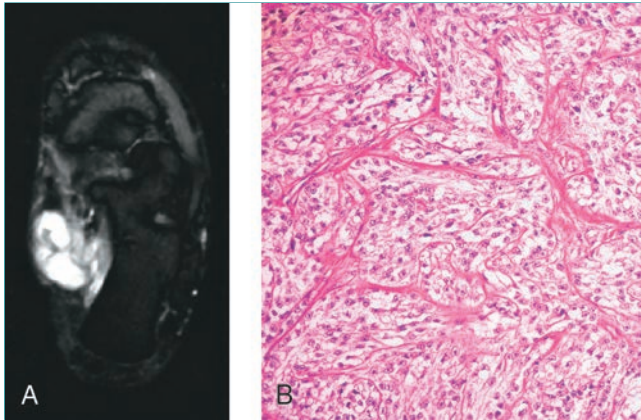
Sarcoma de células claras. A, RM en secuencia STIR del pie izquierdo que revela una lesión de los tejidos blandos que se sitúa en la zona medial del calcáneo. Vistas adicionales revelaron la implicación del paquete neurovascular. B, Imagen histológica que muestra septos fibrosos que separan el tumor en fascículos bien definidos de células con citoplasma claro, consistente con un sarcoma de células claras.
